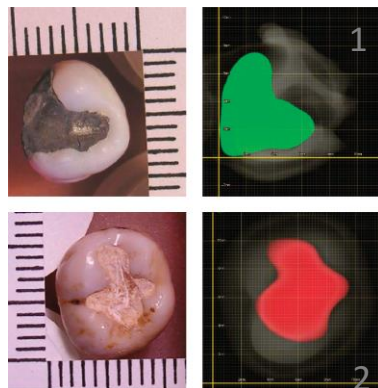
Zahnaufnahmen im CT von Jackowski et al. (2006)
